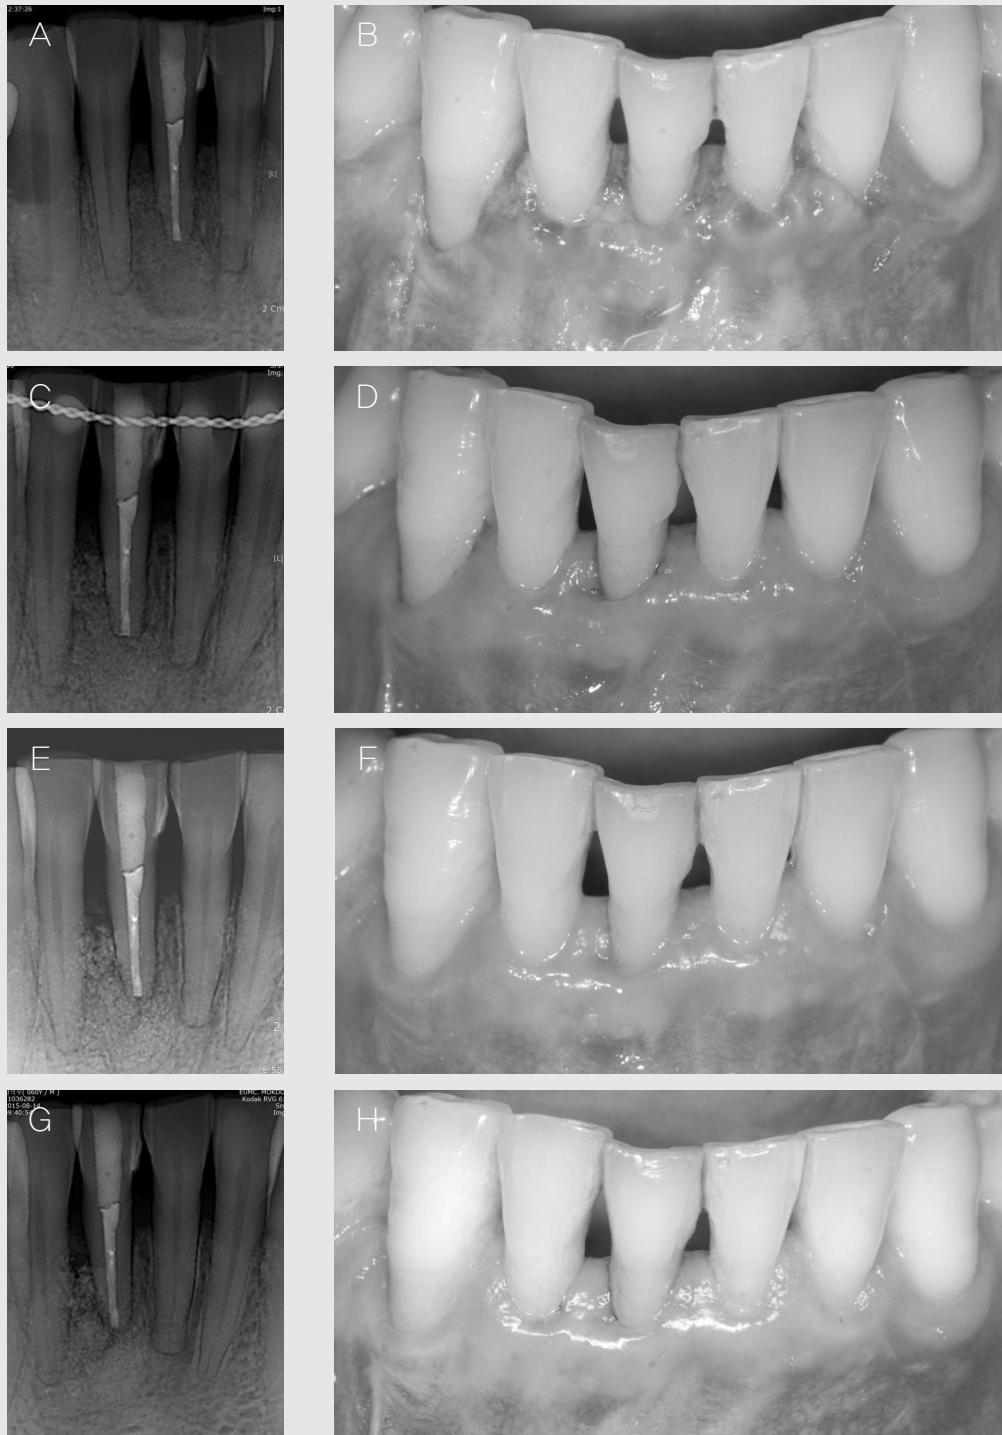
(A, B) Periapical radiographs and clinical views of the mandibular central incisor after 2 weeks. (C, D) 1 month, (E, F) 3 months and (G, H) 9 months after surgery.
